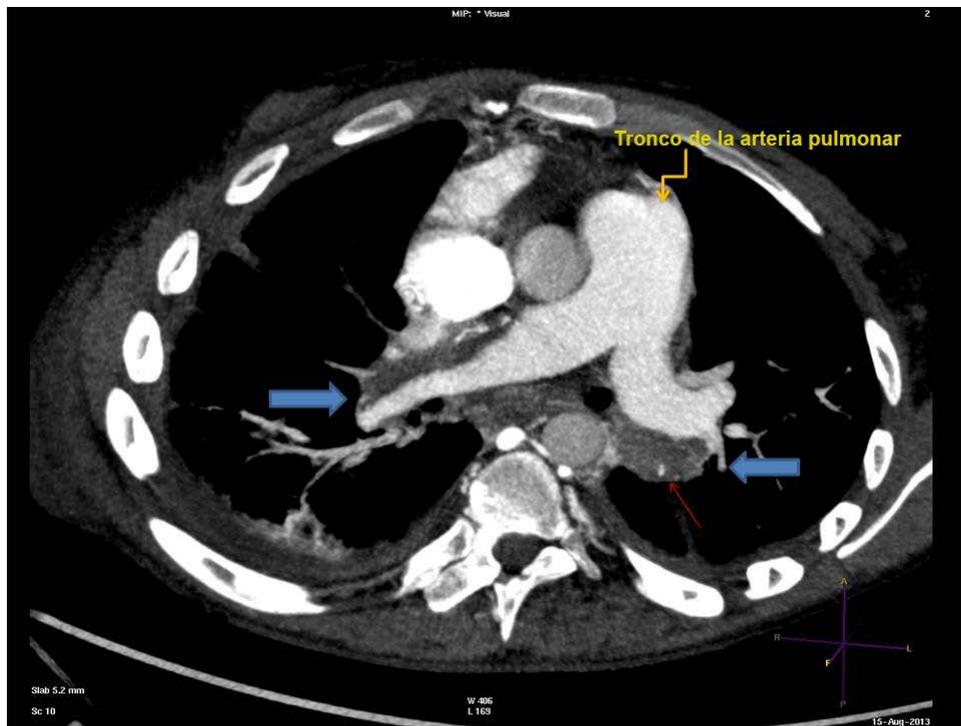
Angiotomografía de tórax (corte transversal) con contraste mostrando trombos murales excéntricos (flechas en azul) con diminutas calcificaciones en su interior (flecha en rojo) en las arterias pulmonares derecha e izquierda. Tales hallazgos son compatibles con tromboembolismo pulmonar crónico.
